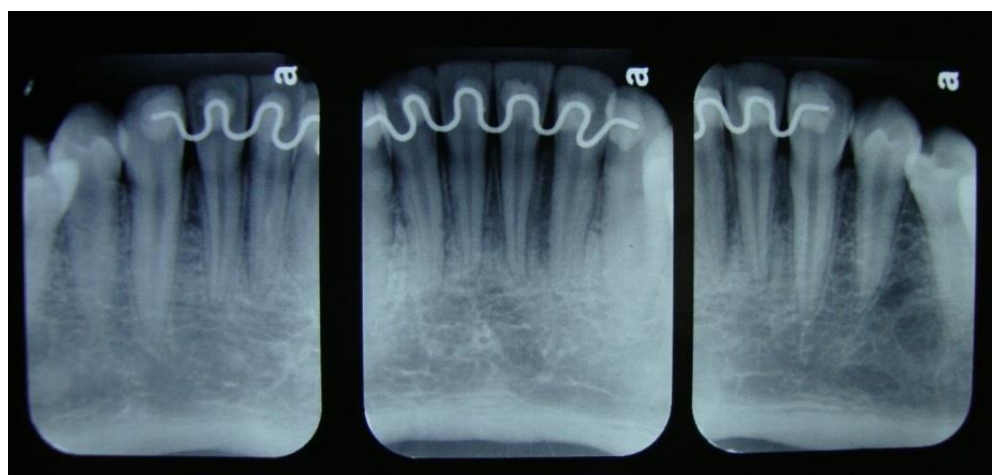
Radiografias periapicais finais
